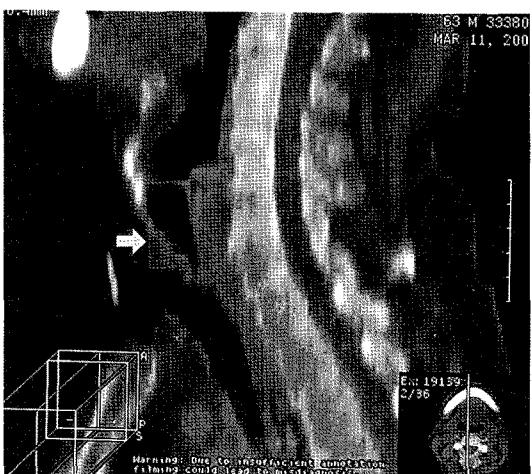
3-dimensional computed tomograph shows a nearly obstructed subglottic area (arrow) and patent airway via the James tube.
